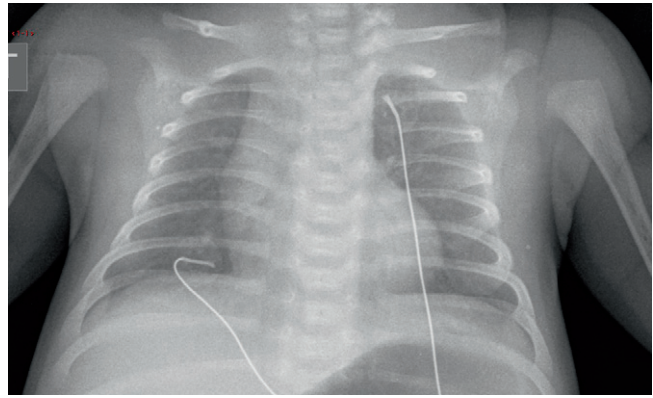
Radiographie de thorax de face prise en hyperlordose. Dans cette incidence les clavicules sont projetées au-dessus des apex pulmonaires.
